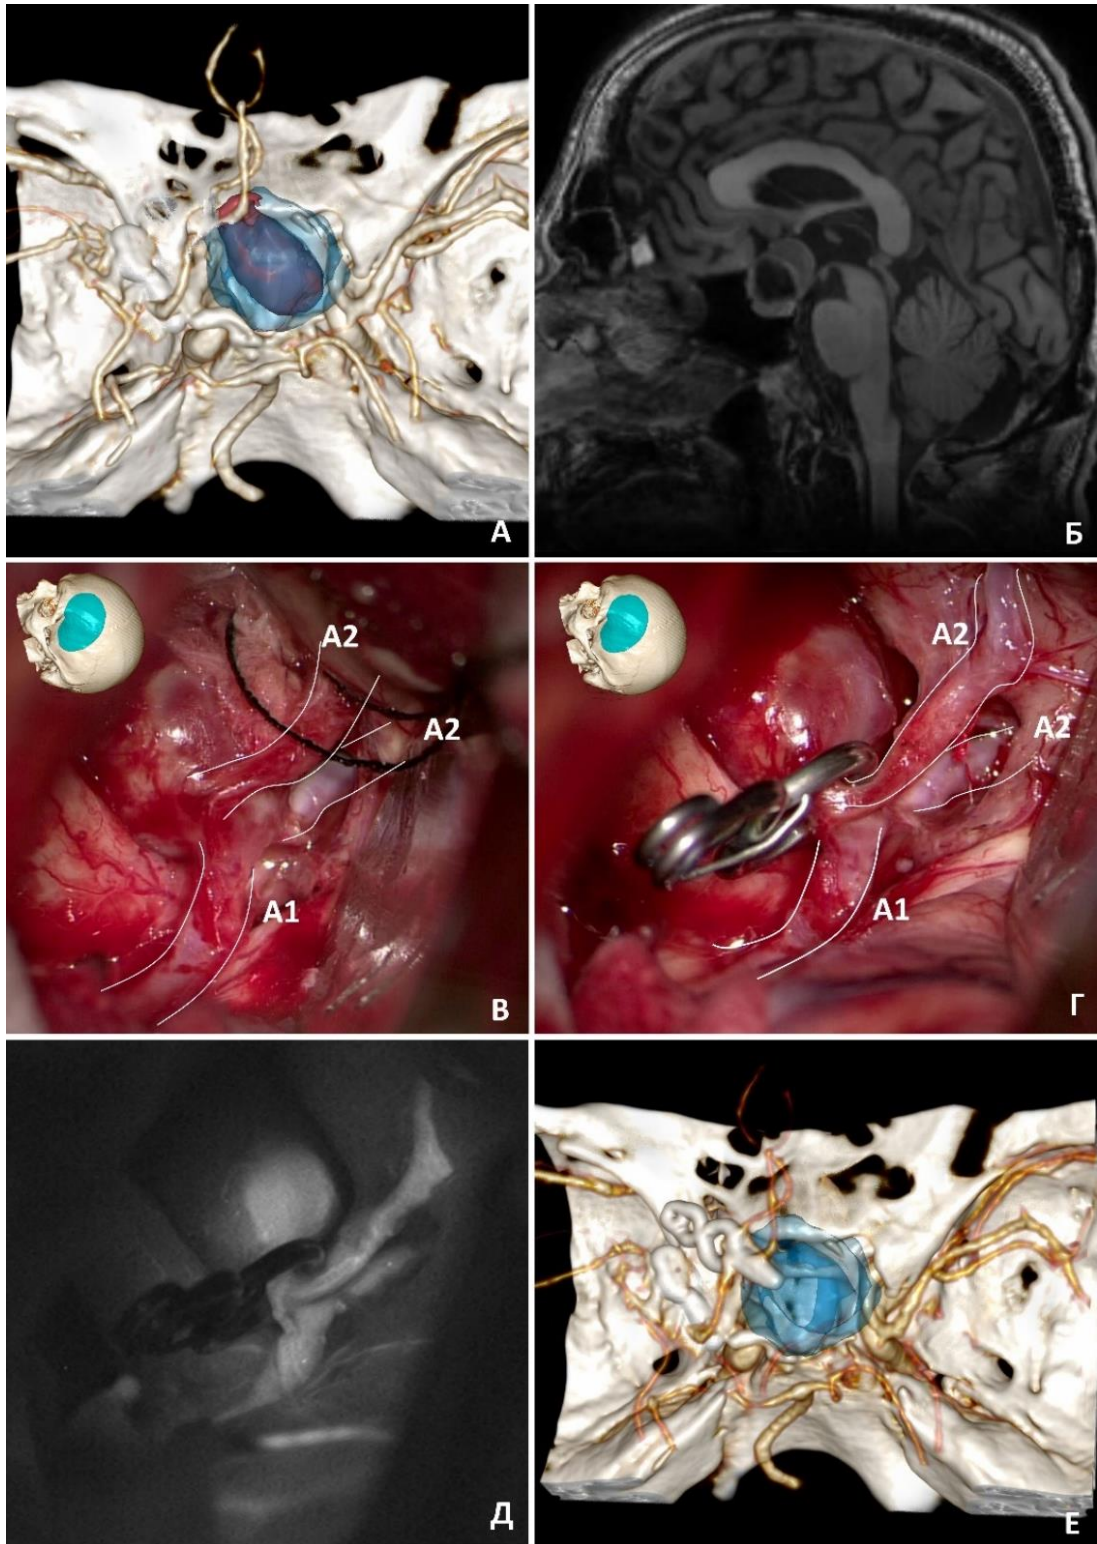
Клипирование гигантской частично-тромбированной аневризмы с эндоселлярным расположением. А - сегментация тромбированной (голубой цвет) и функционирующей (красный цвет) частей аневризмы; Б – МРТ головного мозга в режиме Т1 (сагиттальный срез), демонстрирующая эндоселлярное расположение аневризмы; В, Г – интраоперационные фото, до и после клипирования; Д – ФВА, демонстрирует частичное заполнение аневризмы; Е - ангиография через 6 месяцев после операции, полное тромбирование аневризмы
